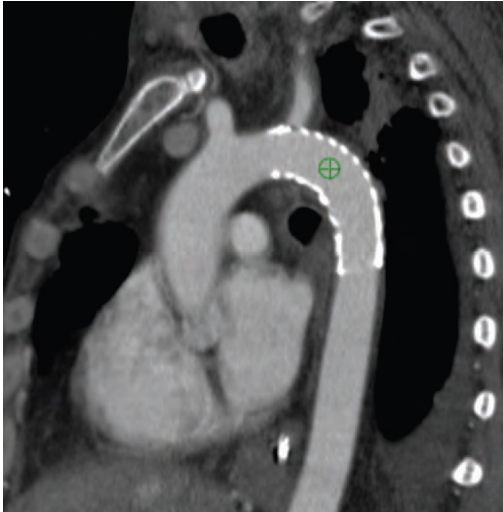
Postoperative Kontrolle mittels CT-Untersuchung: regelrechte Lage der Stentprothese, Universität Ulm
